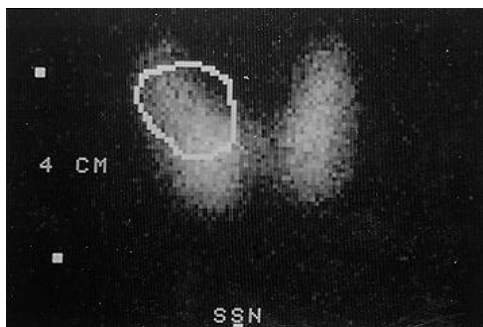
Prikaz 3,5 cm velikog hipofunktionalnog ("hladnog") čvora u lijevom gornjem dijelu štitnjače prilikom scintigrafije štitnjače s I 123 (16)
